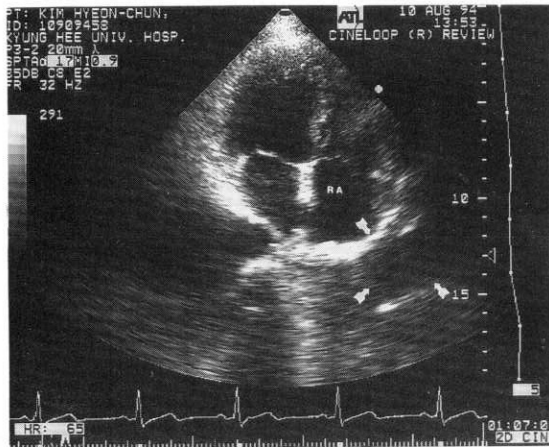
Echocardiographic finding (apical 4 chamber view) : a mass-like mirror image at the anterolateral site of the right atrium (RA).
